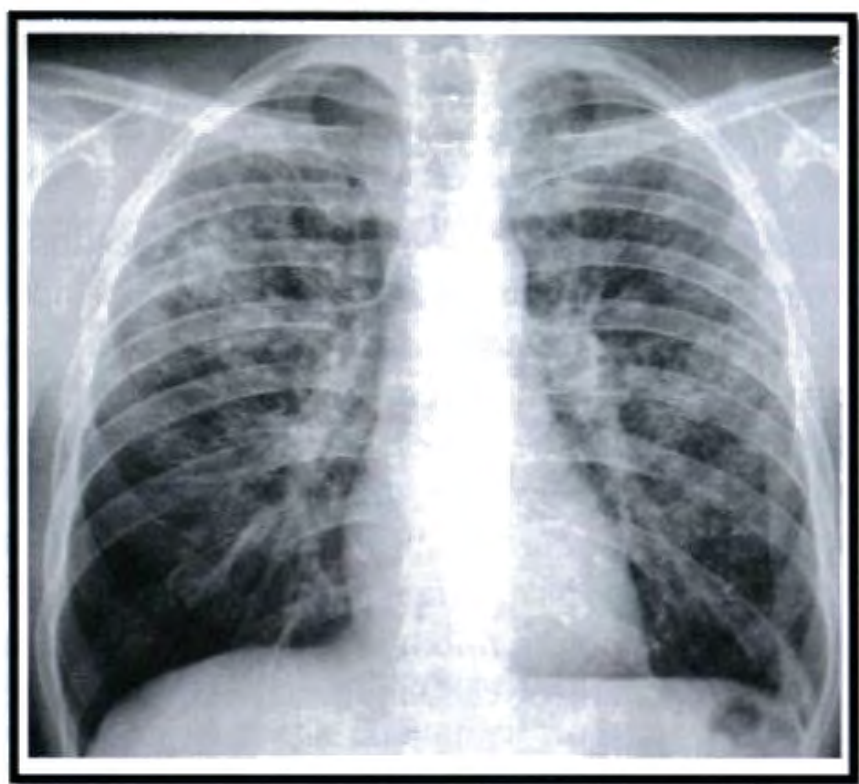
Диссеминированный туберкулёз лёгких. Синдром подострой диссеминации (рентгенограмма).
